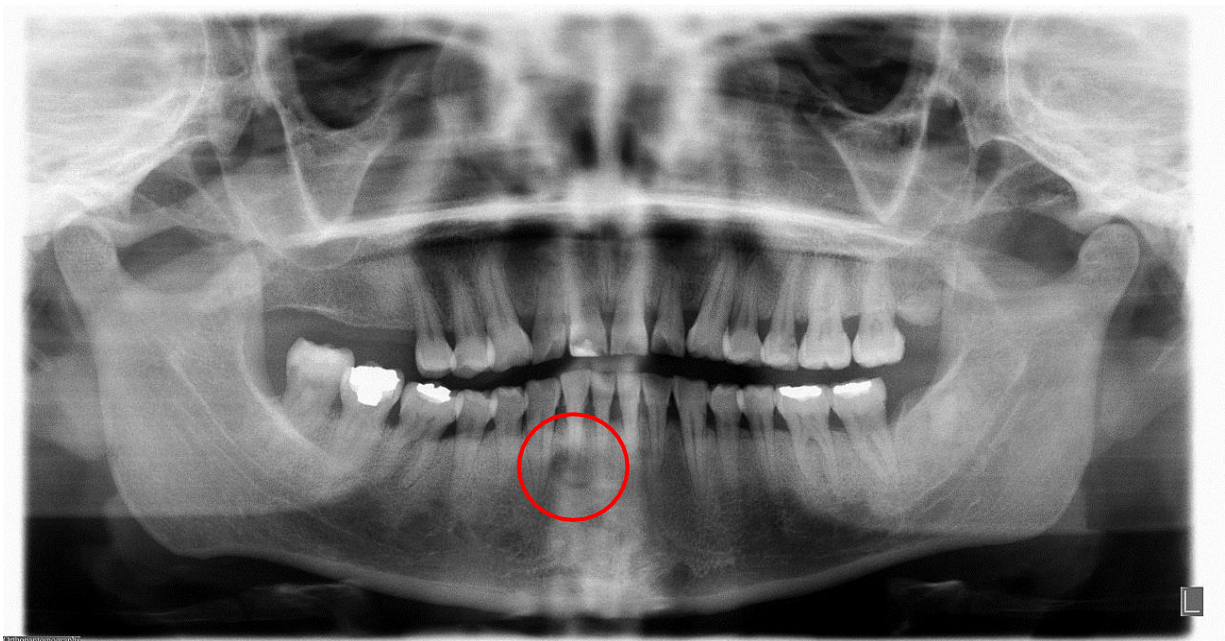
Radiografía panorámica. Se señala la lesión de apariencia mixta de cercanía con el ápice del diente 42.
